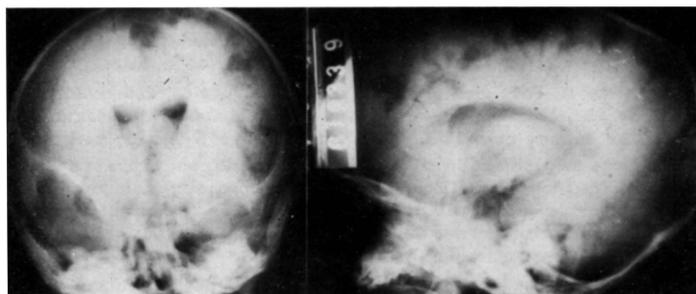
Caso 20 (A. C. B.). Pneumoencefalograma evidenciando sinais de discreta atrofia cerebral. Na radiografia de frente nota-se o aspecto de órbita em lágrima, à direita.
